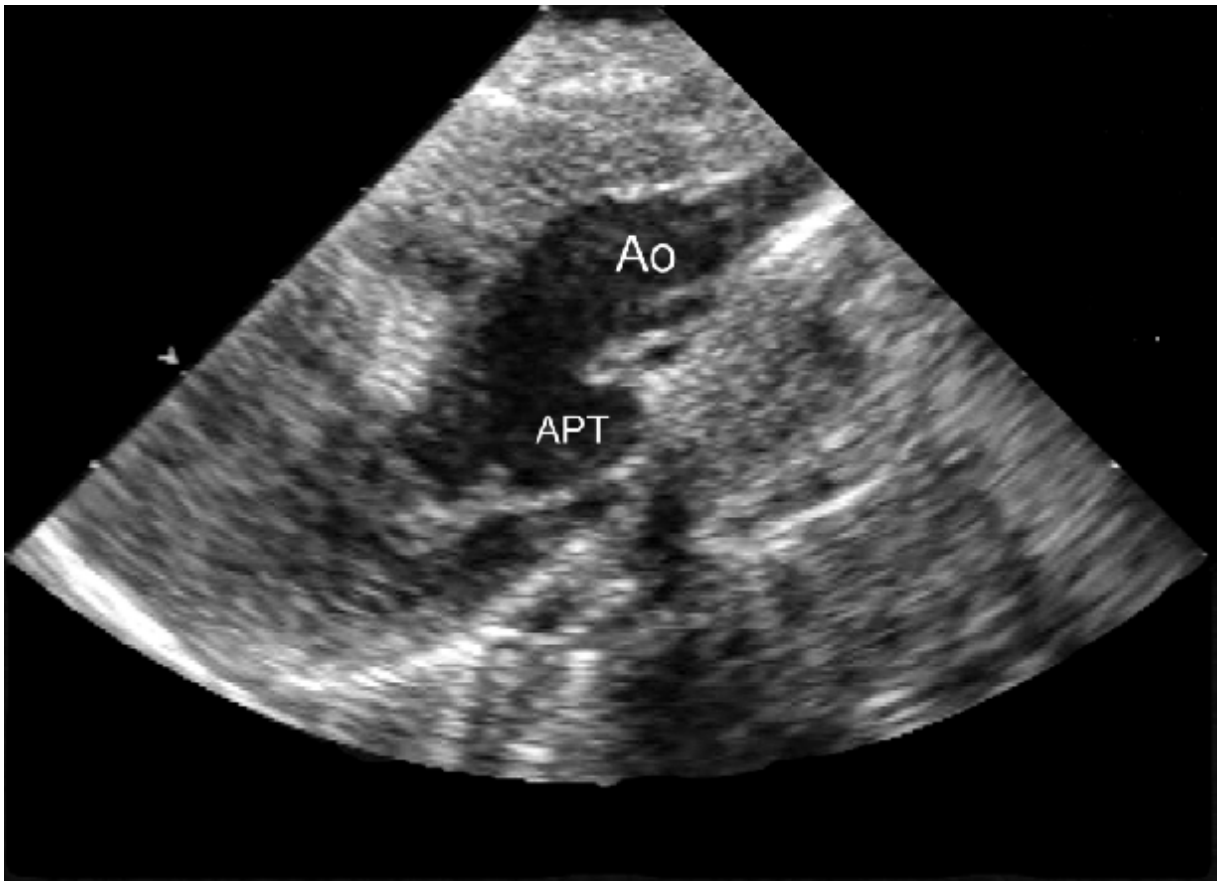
montre en coupe suprasternale le TAC et l'émergence de l'AP et l'Ao
